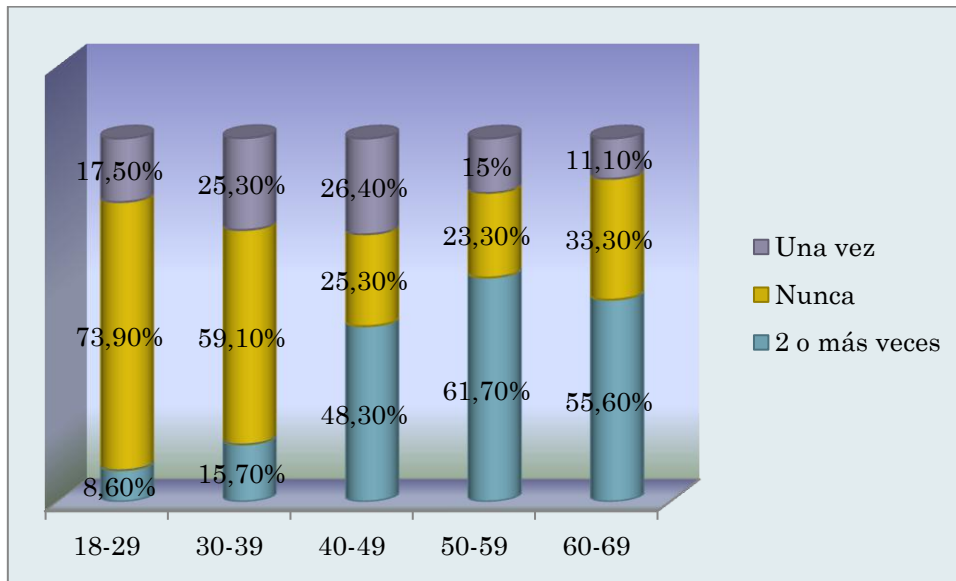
Realización de ecografías mamarias por edades.
